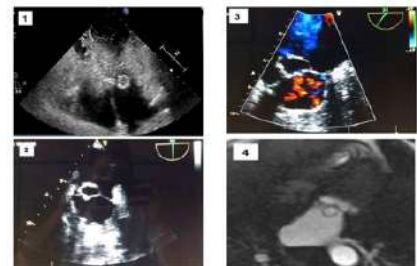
Ecocardiograma transtorácico - corte apical quatro câmaras. Figura 2: Ecocardiograma transesofágico - corte em eixo médio (90 graus). Figura 3: Ecocardiograma transesofágico - corte em eixo médio (55 graus), com Doppler. Figura 4: Ressonância magnética cardíaca - Corte apical quatro câmaras.
